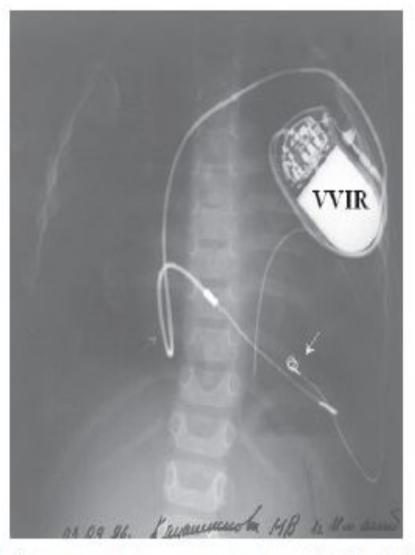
Рентгенограмма пациента К., 1 год 10 мес., с полной поперечной блокадой через год после имплантации ЭКС с постоянным эндокардиальным электродом.
